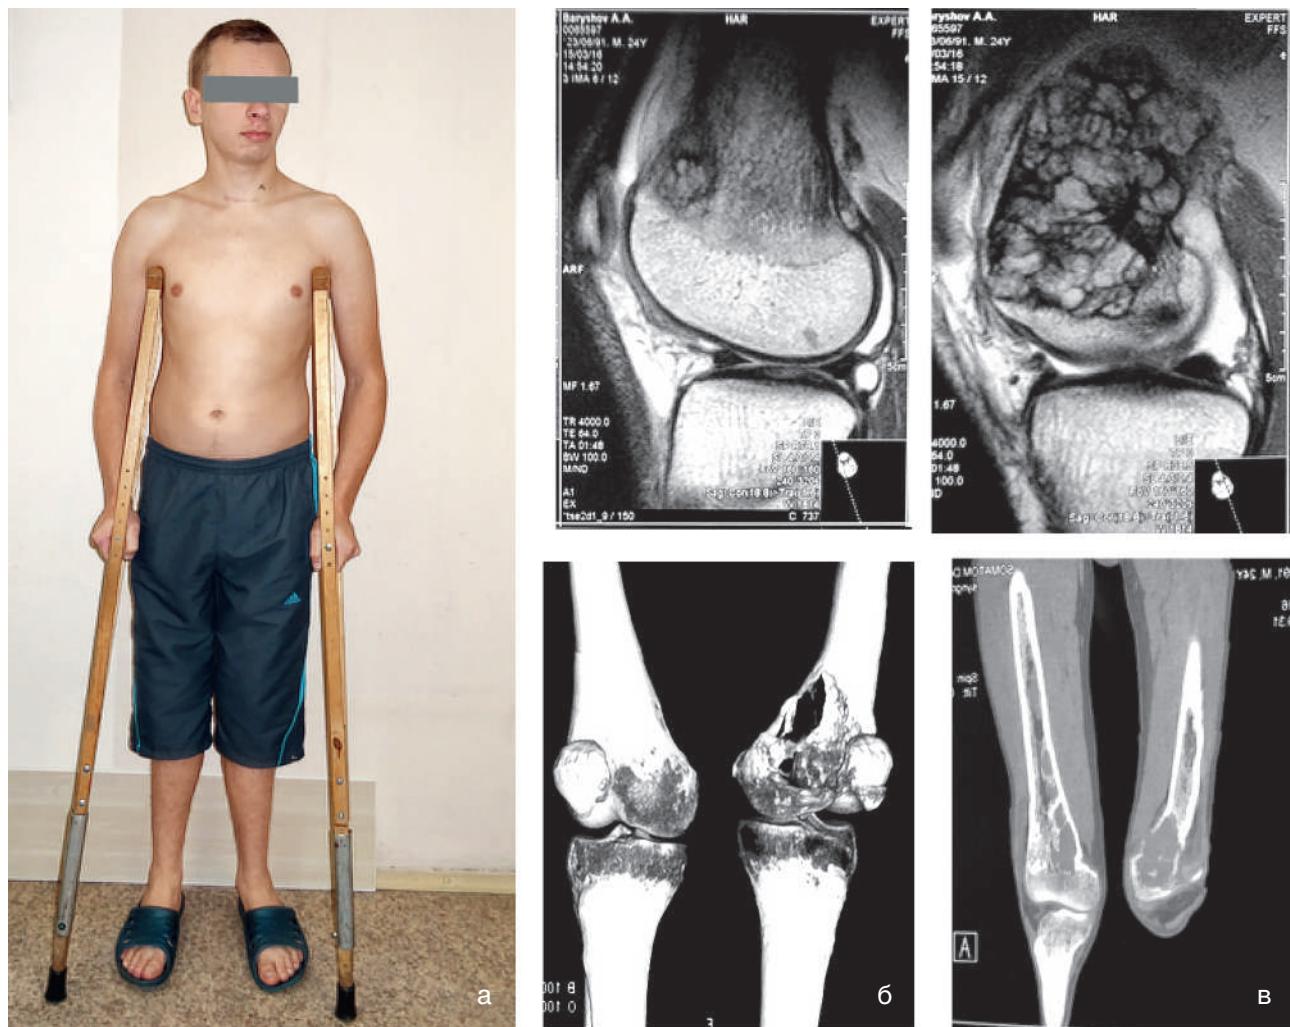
Клиническое наблюдение. (а) Больной Б., 25 лет. Диагноз: персистирующий первичный гиперпаратиреоз, смешанная костно-почечная форма. Аденома правой щитовидной железы. Осложнения: генерализованная гиперпаратиреоидная фиброзно-кистозная остеодистрофия. Системный остеопороз. Патологические переломы правой подвздошной кости. Двусторонний нефрокальциноз. Хронический пиелонефрит. Хроническая болезнь почек 1–2. МРТ (б) и компьютерная томография (в) правого коленного сустава. Картина объемного образования правой бедренной кости
